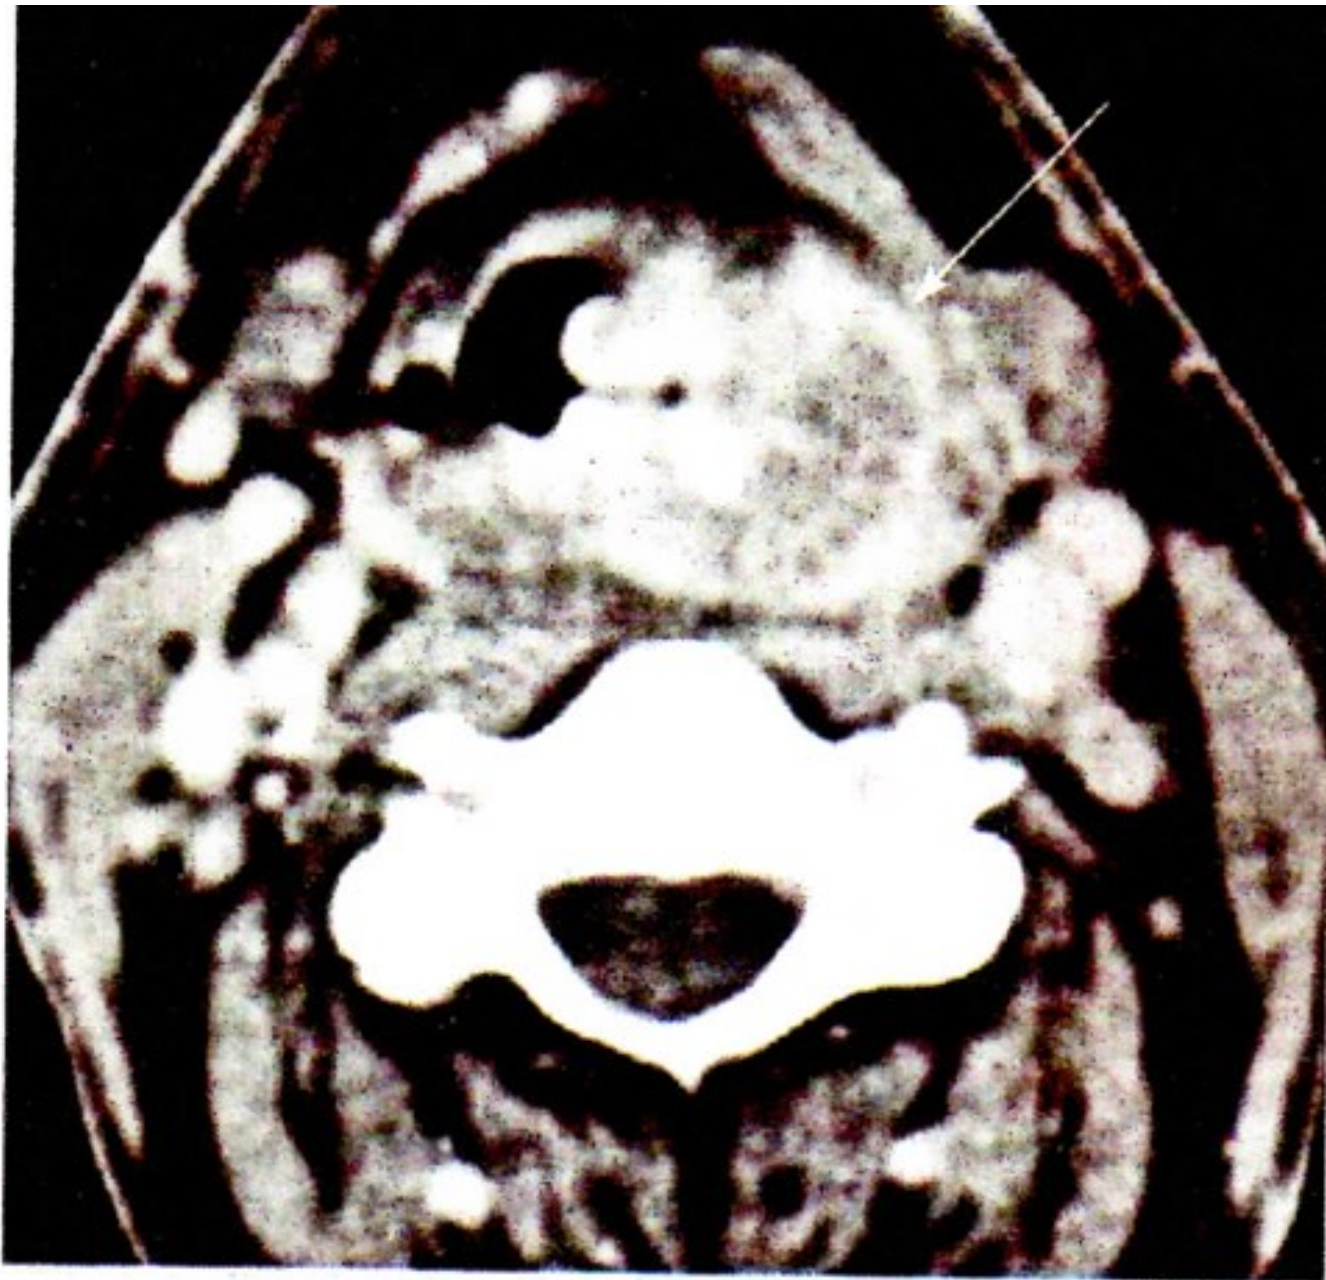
Absceso parafaríngeo izquierdo (TC cervical axial)
